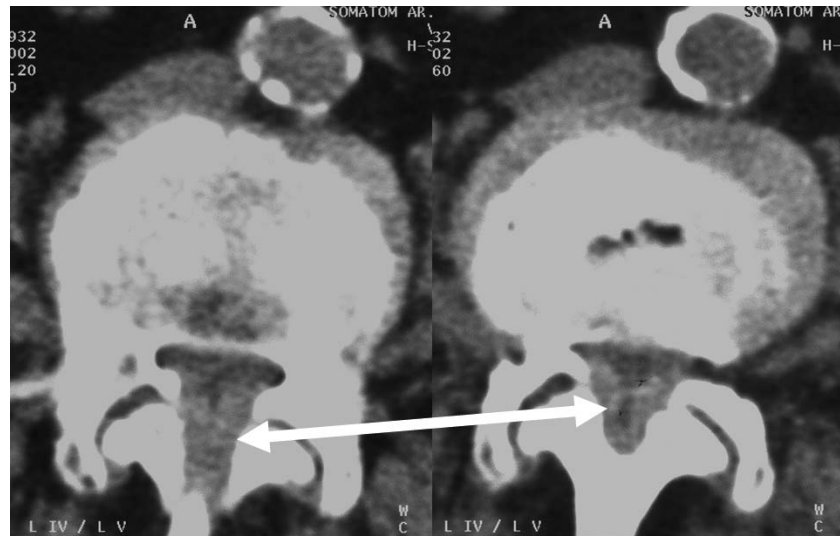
▲ CT des Segments L4/5 bei degenerativer Spondylolisthesis: die erhebliche Hypertrophie der Lig. flava (Pfeil) ist deutlich zu erkennen
